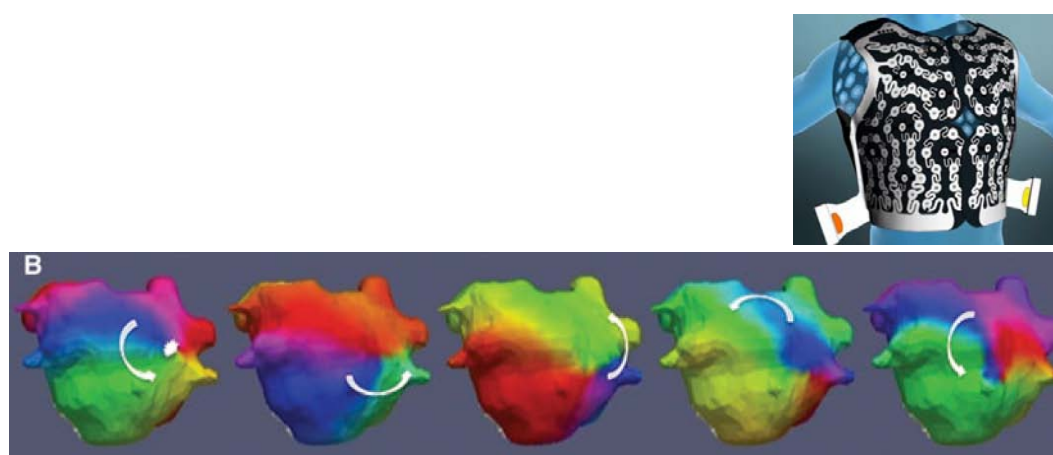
Mapeo no invasivo de la FA mediante la utilización de un chaleco con 252 electrodos aplicados sobre la superficie corporal. Representación de un rotor localizado próximo al ostium de las venas pulmonares derechas sobre la reconstrucción anatómica realizada por tomografía computarizada (81)
